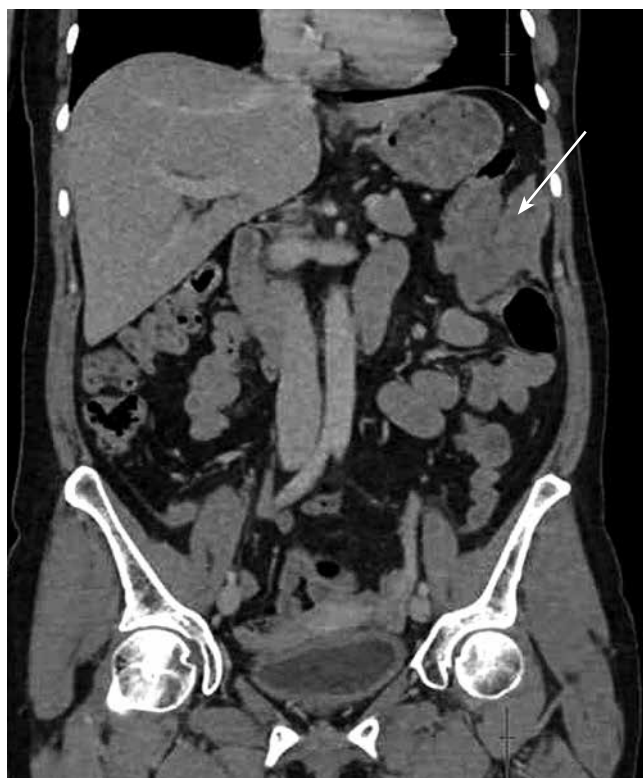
Компьютерная томография органов брюшной полости пациентки К., корональная проекция. Метастатическое поражение брюшины в области селезеночного угла толстой кишки (указано стрелкой), размерами до 59 мм
